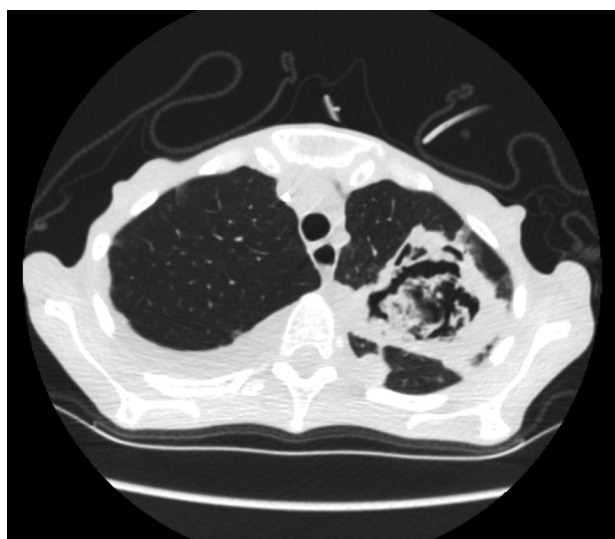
Пациентка К., СКТ органов грудной клетки от 05.09.2024 года.
